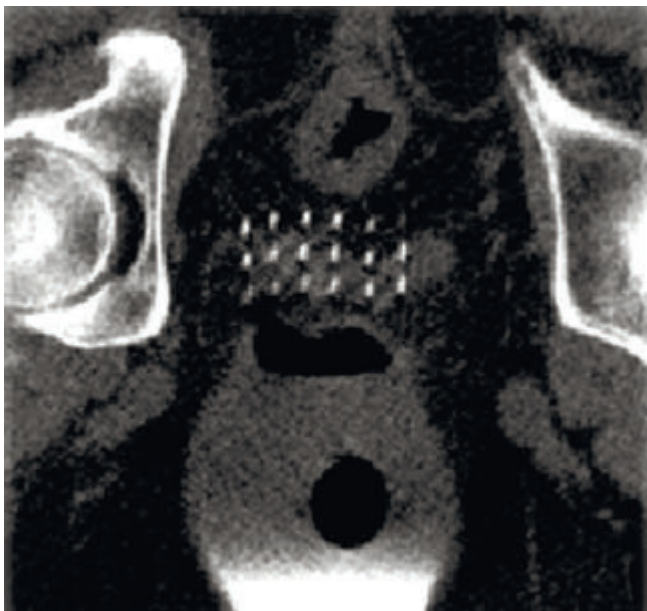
Источники излучения, имплантированные в ткань предстательной железы (компьютерная томограмма)
